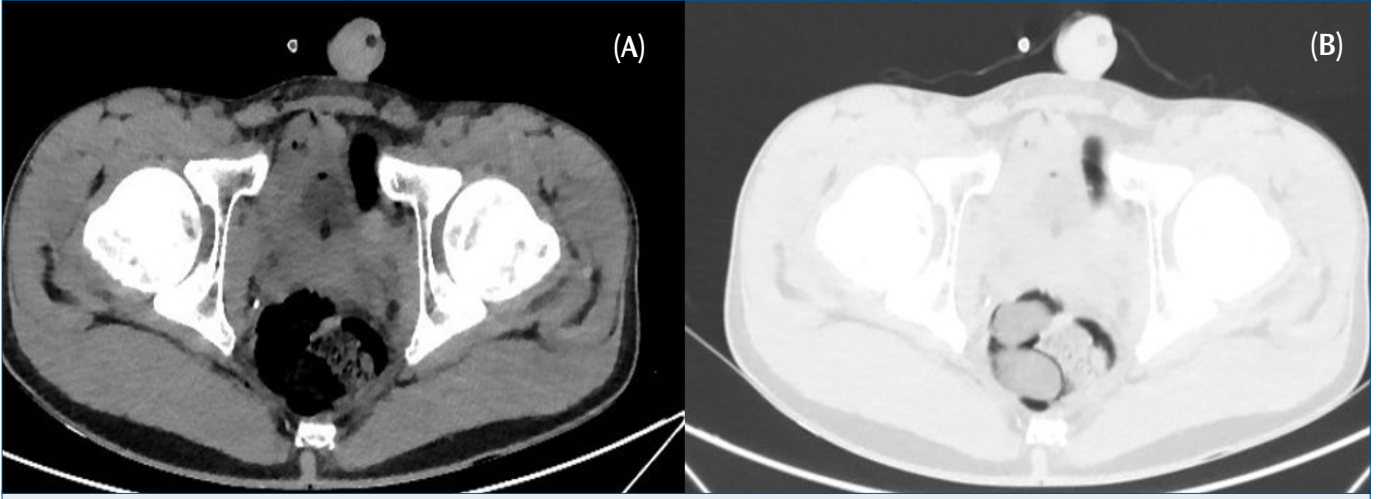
Vücut taşıyıcısı düzensiz göçmen kadın hastanın aksiyal (A, B), sagittal (C) BT görüntüleri. Rektum, sigmoid kolon ve kolonik anslarda uyuşturucu paketleri. BT, bilgisayarlı tomografi.
